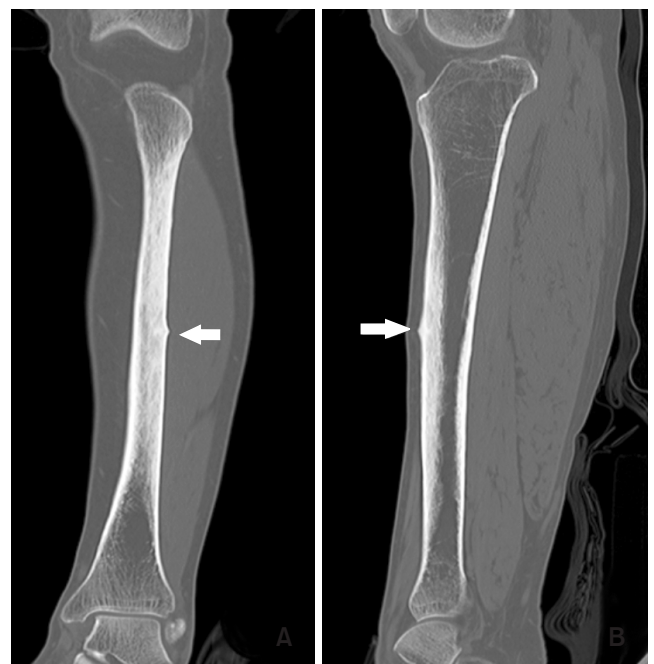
Preoperative computed tomography shows periosteal reaction, cortical thickening, and transverse fracture line (white arrows).
